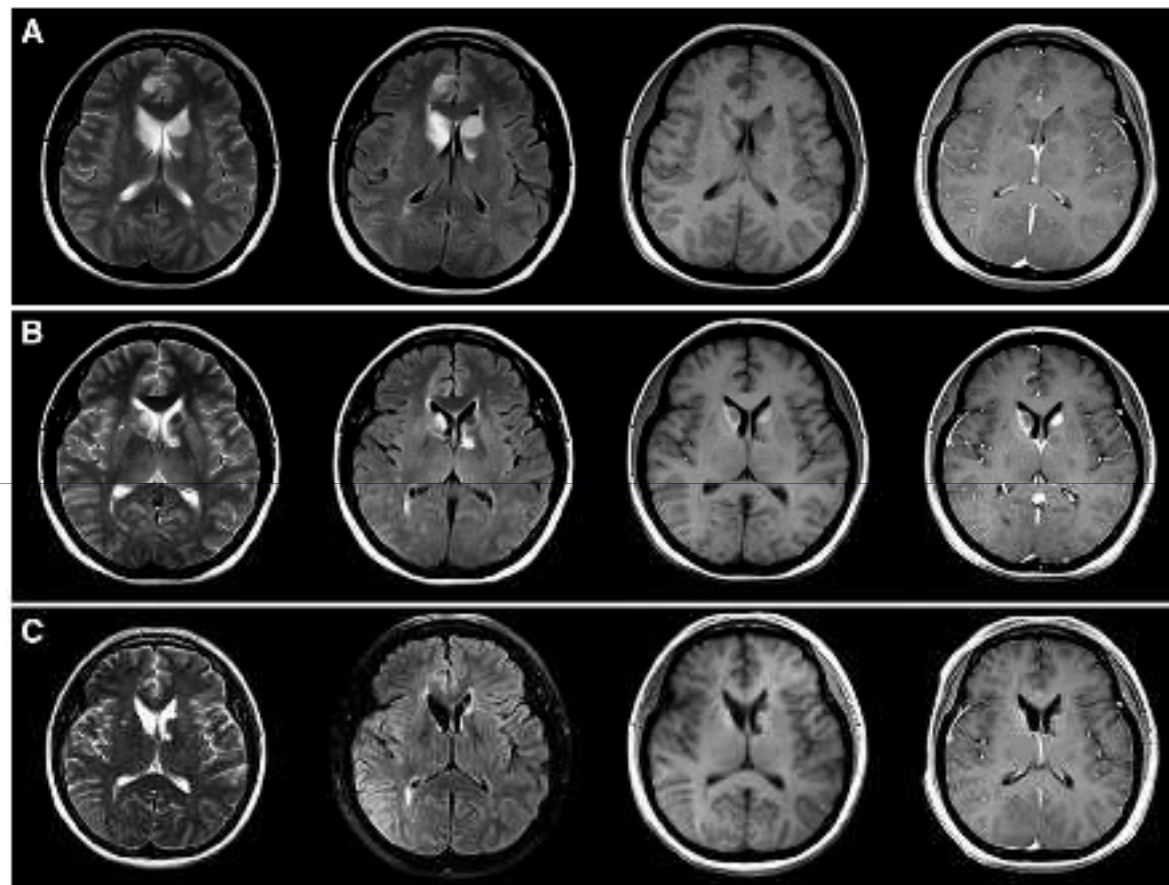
MRI scans 3 days (row A), 20 days (row B), and 9 months (row C) after onset in case one. The panel in each row represented T2WI, FLAIR, plain T1WI and contrast enhanced T1WI, respectively.
